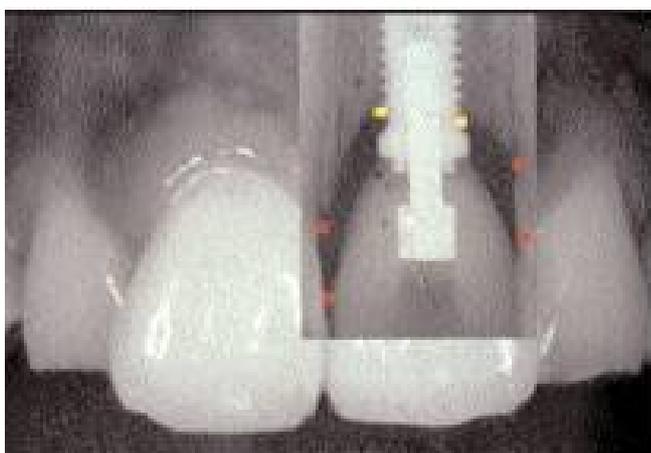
Radiografia demonstra que a papila é determinada pela altura da crista óssea e pelo ponto de contato do dente adjacente
